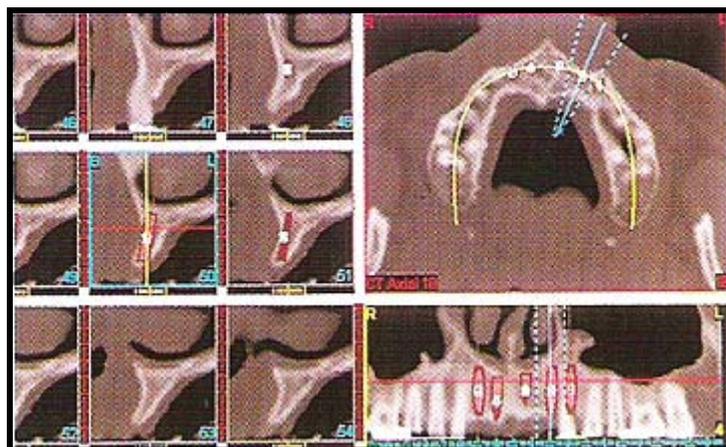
Imagen de una tomografía computarizada¹³
